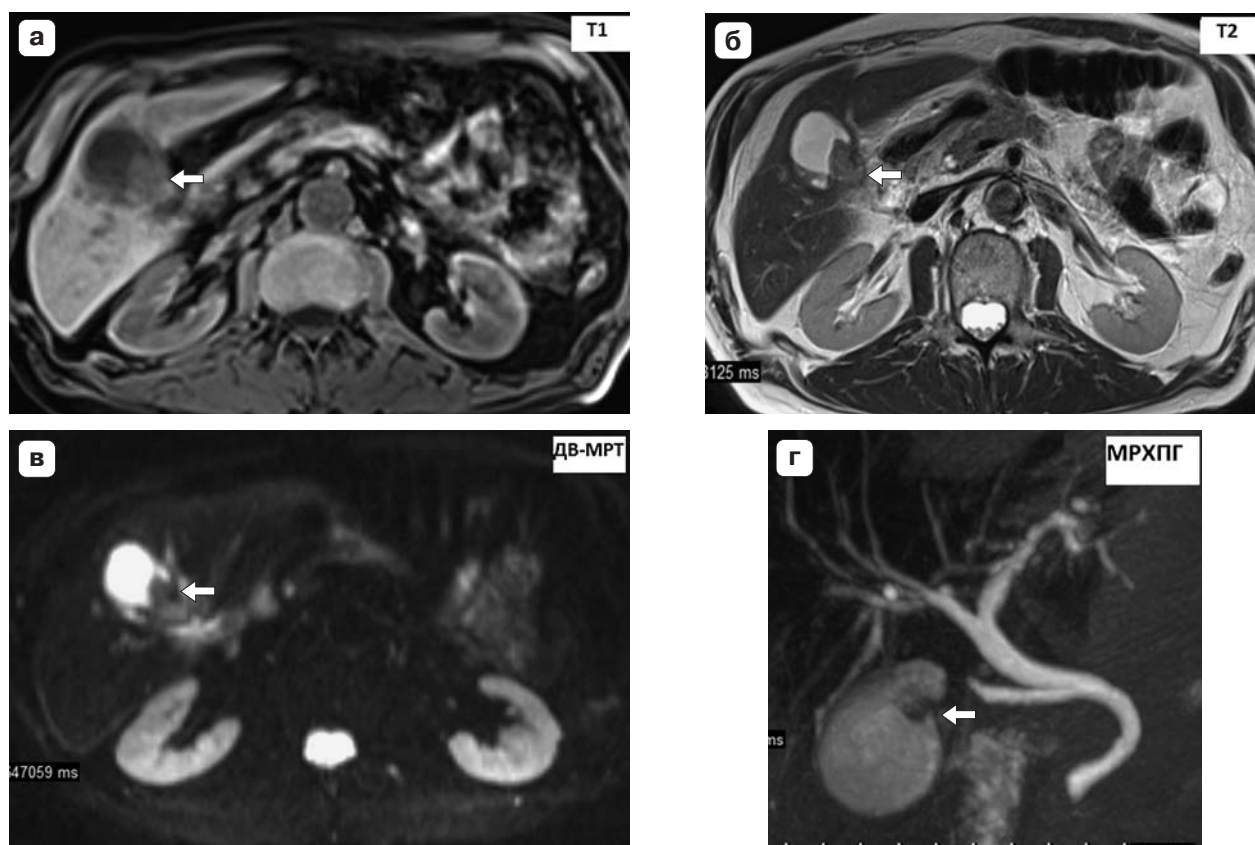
МР-изображения ксантогранулематозного холецистита (стрелка), который был принят за РЖП. В шейке желчного пузыря определяется образование с четкими неровными контурами. а – гиперинтенсивное в T1; б – гипоинтенсивное в T2; в – при ДВ-МРТ; г – при МРХПГ.
